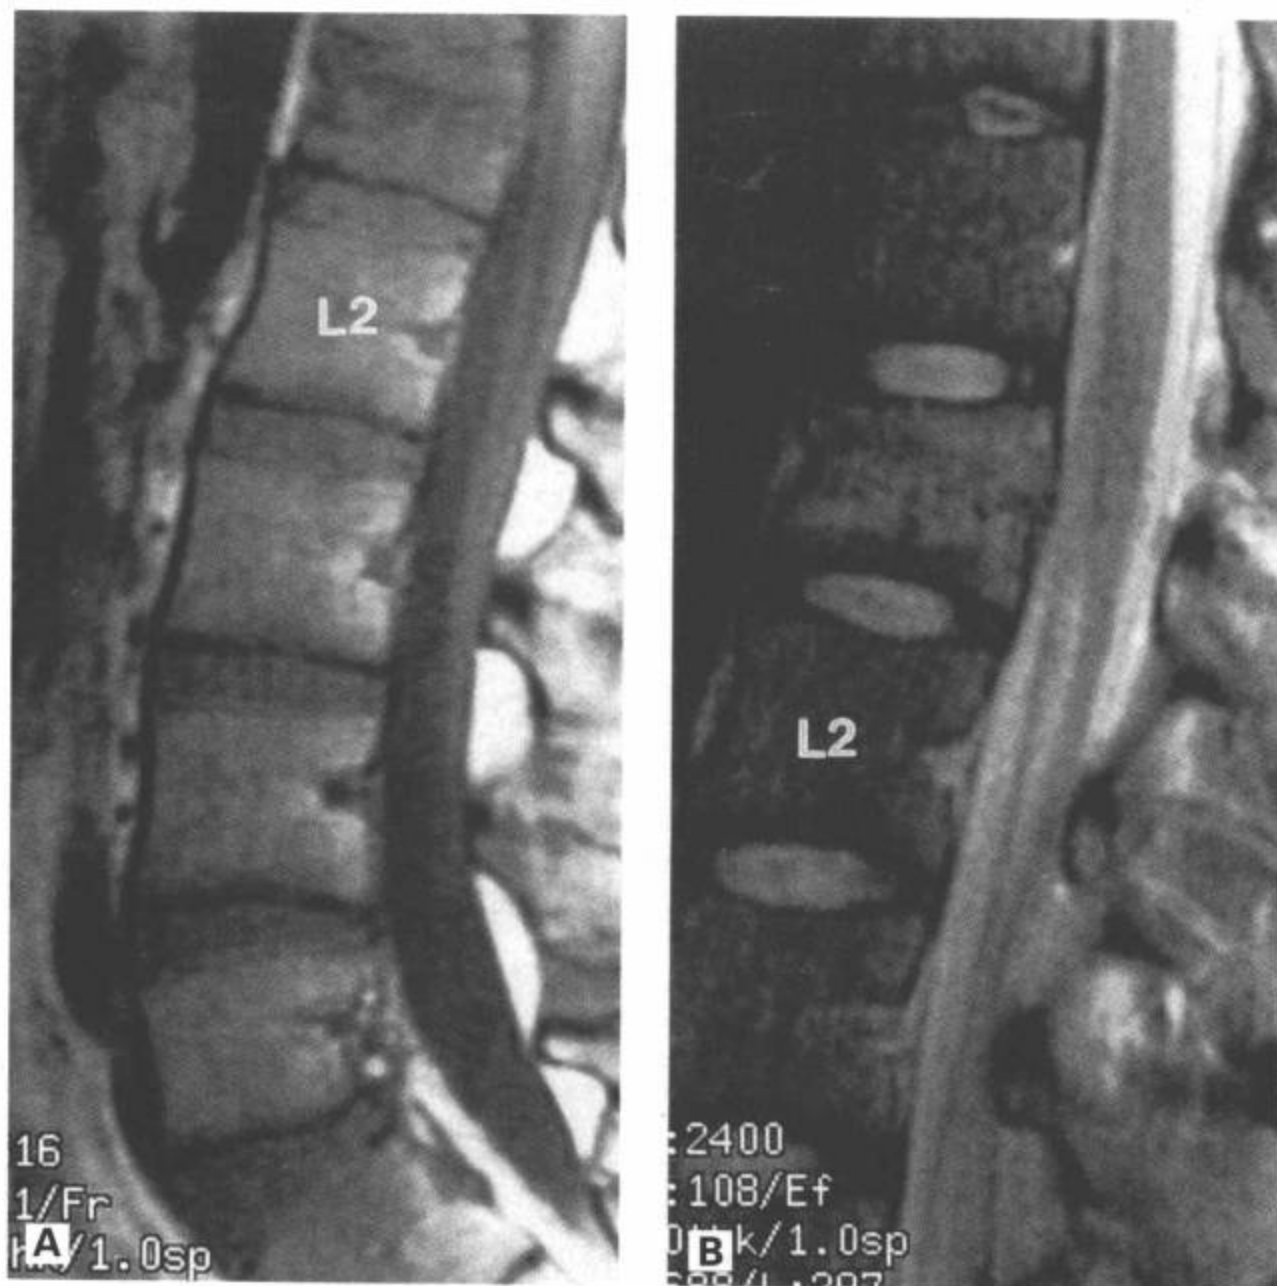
L1 椎体压缩性损伤。A: 矢状面 T1 加权图像显示继发于爆裂型骨折的 L1 椎体高度丧失。受累椎体上半部的骨髓信号相对于其他椎体呈低信号。B: 矢状面 FSE T2 加权图像显示继发于压缩性损伤的 L1 椎体的骨髓恢复为高信号。显示椎体后部轻微后移; 然而, 硬膜囊无明显压迫。(From: Flanders AE, Croul SE. Spinal trauma. In: Atlas SW. Magnetic Resonance Imaging of Brain and Spine. 3<sup>rd</sup> ed. Philadelphia: Lippincott Williams & Wilkins; 2002:1779, with permission.)
